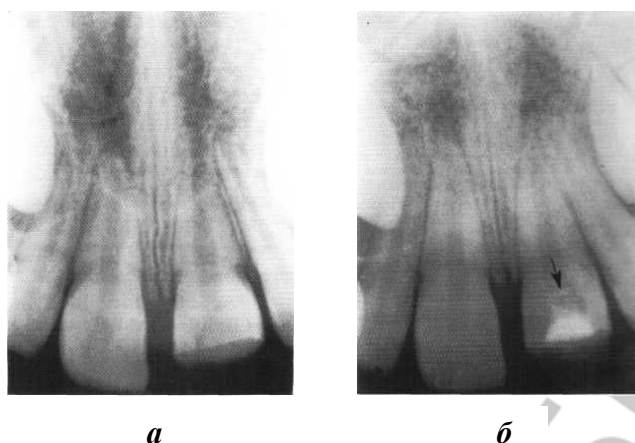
Рентгенологическая картина формирования корня постоянного зуба (апексогенеза) после витальной пульпотомии (по данным Л. А. Хоменко, 2007): *a* — сразу после лечения; *б* — через 12 месяцев после проведенного лечения (стрелкой указан дентинный мостик)
